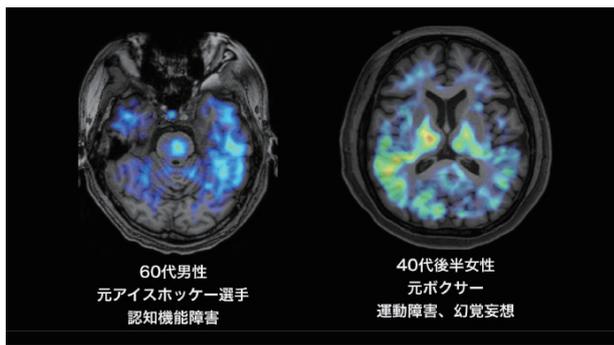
第二世代タウ PET 検査薬 ($^{18}\text{F-PM-PBB3}/^{18}\text{F-APN-1607}$) による遅発性脳障害のタウ PET 画像
